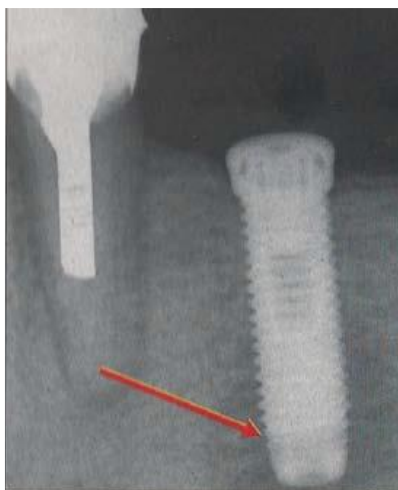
Radiographie à 3 mois traduisant un échauffement osseux apical important, ayant conduit à la dépose de l'implant. D'après Bert, 2005. (13)
